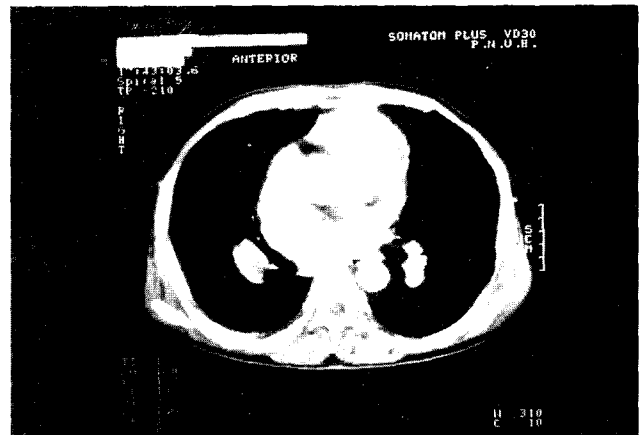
Postoperative Chest CT shows improved blood flow to mainly the right pulmonary arteries.
